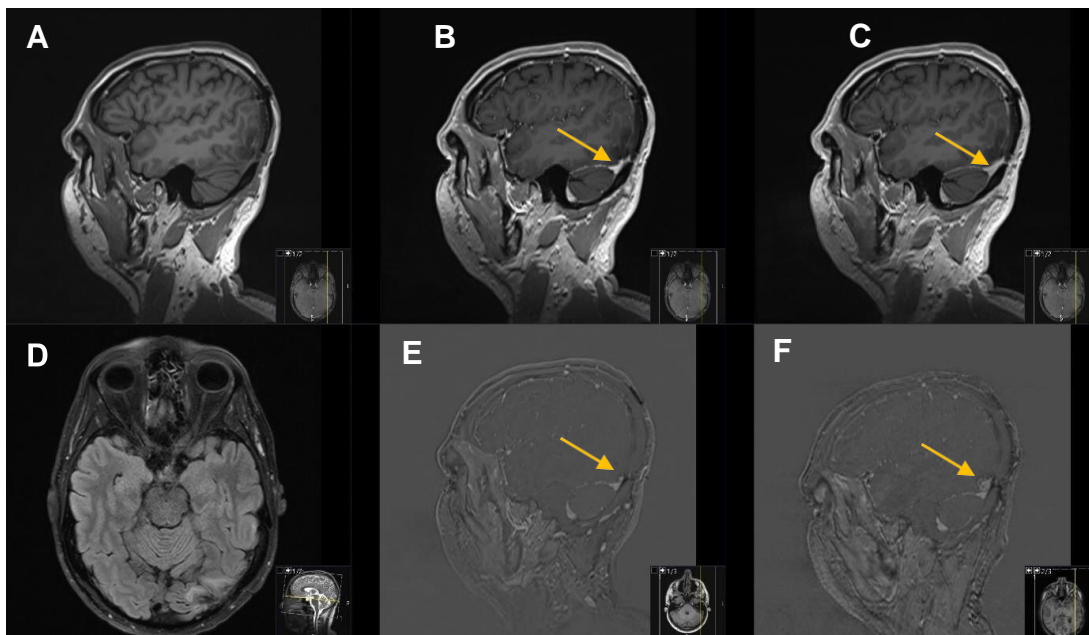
MRT-Bildgebung eines 52-jährigen Patienten mit Glioblastom: 7 Monate nach Resektion und 4 Monate nach Radiochemotherapie mit Absetzen der adjuvanten Temozolomid-Therapie nach dem 2. Zyklus. (A) T1-MPRAGE vor i.v. Gabe des KM. (B) T1-MPRAGE 2 Minuten nach KM-Gabe. (C) T1-MPRAGE 20 Minuten nach KM-Gabe. (D) FLAIR-Sequenz mit suspekter Läsion im Corpus callosum. Die weißen Pfeile in B, C und E zeigen auf die KM-anreichernde Läsion mit Verdacht auf ein Tumorrezidiv. (E) Der gelbe Pfeil zeigt auf das SUB2 ( $C-B=E$ ). Die Subtraktion der späten (C) von der frühen Anreicherung (B) der T1-MPRAGE-Serien, in denen ein Wash-out des KM zu sehen ist. Daher wurde diese Läsion retrospektiv als Tumorgewebe betrachtet.
